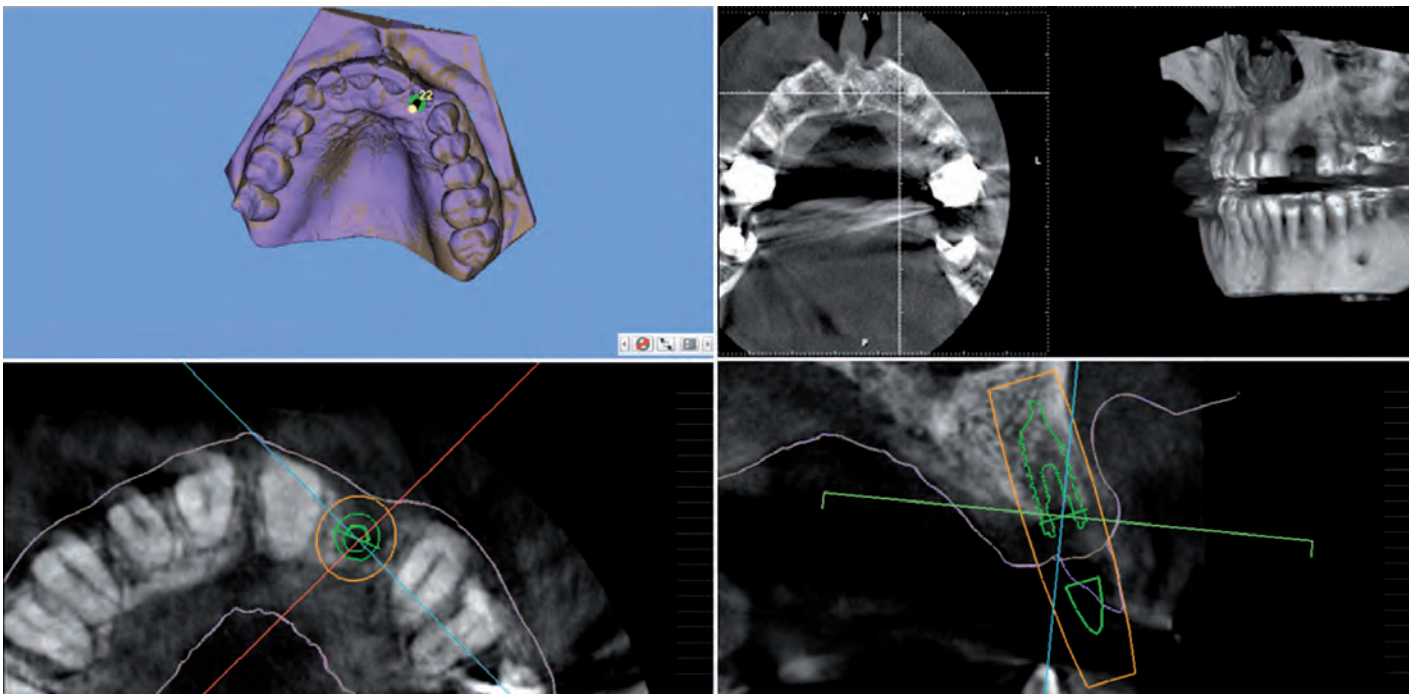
Dreidimensionales Röntgenbild für die Planung der anatomisch-prothetischen Implantatposition regio 22 (Planungssoftware smop)
